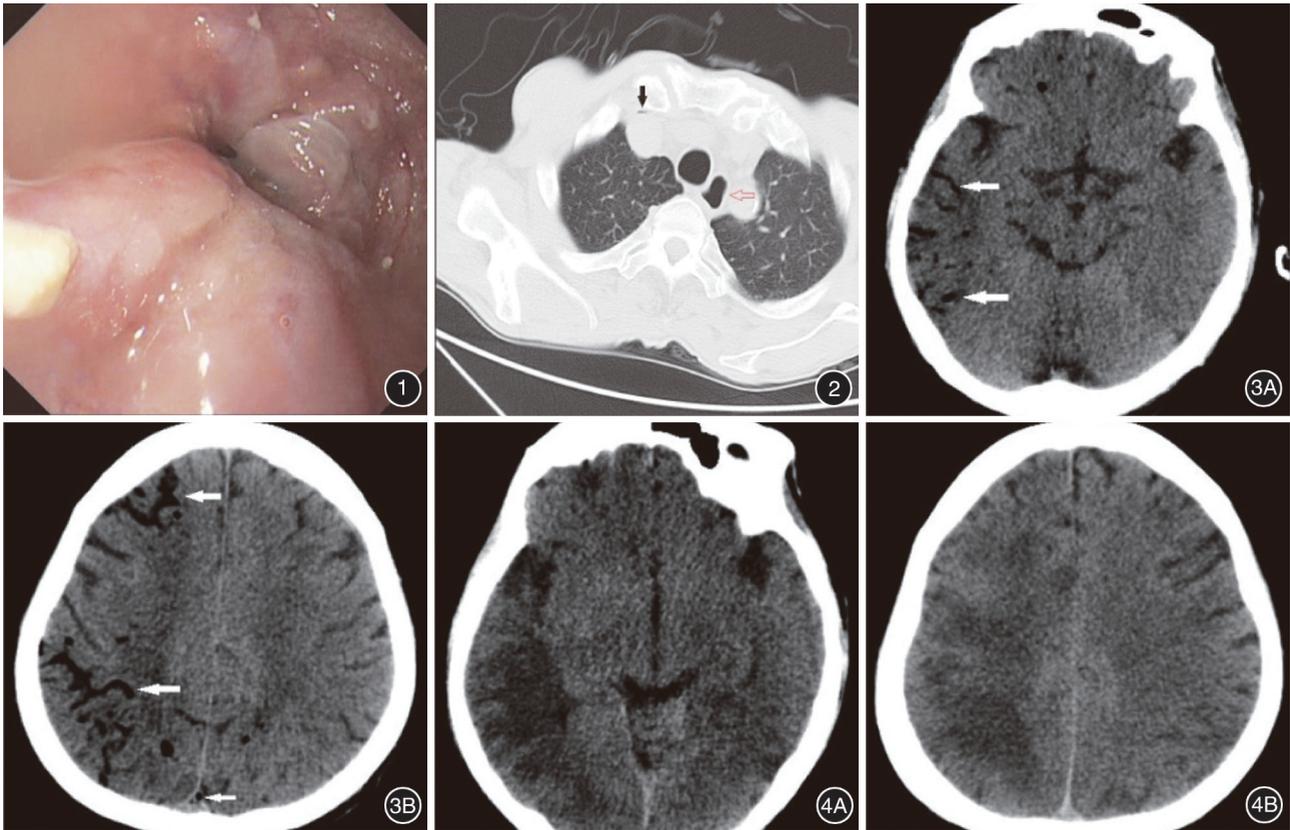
扩张治疗前内镜检查进镜至食管 35 cm,可见食管局部狭窄,黏膜水肿 图 2 停止扩张治疗后当日胸部 CT 平扫图像,黑色箭头所示可见上腔静脉少量气体影,红色箭头所示可见食管中大量气体,食管明显扩张 图 3 停止扩张治疗后当日头颅 CT 平扫 3A:中脑层面图像,白色箭头所示脑内沿血管走行大量气体影;3B:端脑层面图像,白色箭头所示脑内沿血管走行大量气体影 图 4 转入 ICU 第 2 天复查头颅 CT 平扫 4A:对应图 3A 相应层面,白色箭头所示脑血管内气体量逐渐减少,但脑白质密度降低,提示脑水肿逐渐加重;4B:对应图 3B 相应层面,白色箭头所示脑血管内气体量逐渐减少,但脑白质密度降低,提示脑水肿逐渐加重
